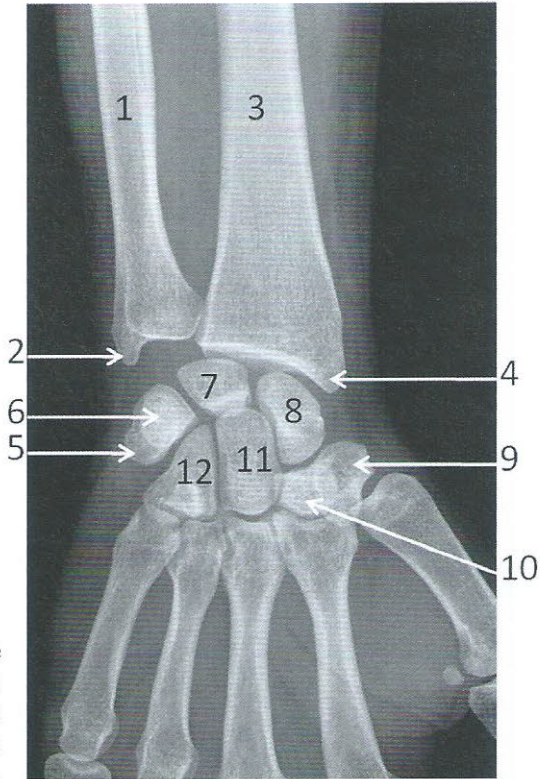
Radiographie du poignet droit de face
